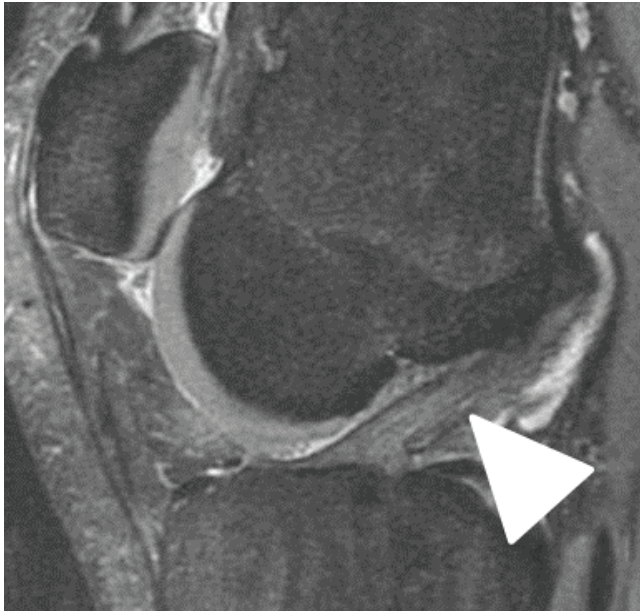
МР-томограмма коленного сустава в режиме PD FS в сагиттальной проекции у спортсмена 19 лет. Умеренное диффузное повышение МР-сигнала от передней крестообразной связки (белая стрелка).
